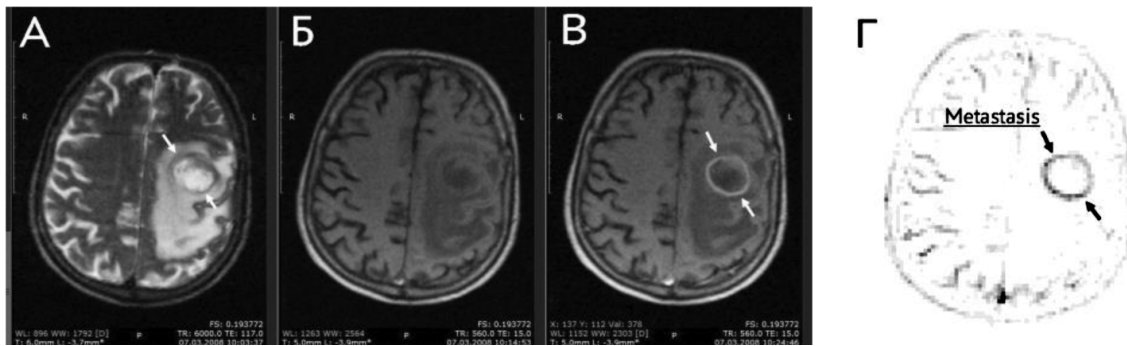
Типичная картина поглощения опухолью диагностических препаратов на основе глюконовой кислоты при единичном метастазе рака легкого в головном мозге. Аксиальные томосрезы МРТ (А, Б, В) и ОФЭКТ (Г). А – Аксиальный томосрез T_2 -взвешенной МРТ, метастаз в левой теменной области показан стрелками. Б – Аксиальный T_1 -взвешенный скан МРТ на том же уровне, что и на рисунке 8А, перед введением парамагнитного контрастного вещества Мп-глюконата. В – Тот же аксиальный T_1 -взвешенный скан МРТ мозга, при контрастировании Мп-глюконатом, с интенсивным накоплением парамагнетика в периферической зоне метастаза. Метастаз показан стрелками. Г – Метастаз в кору правого полушария головного мозга в теменной области, того же пациента, при его визуализации за счет поглощения ^{99m}Tc -глюконата, на аксиальном срезе ОФЭКТ.
